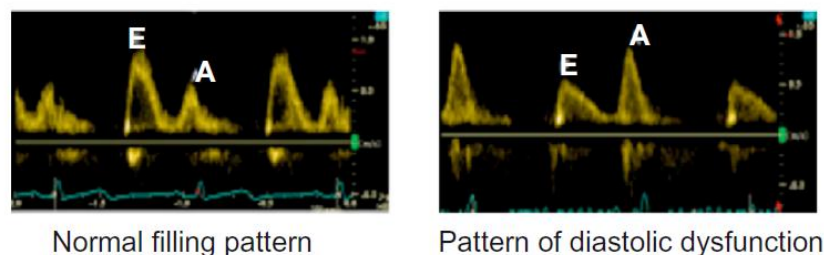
Exemplo de padrão normal e de padrão de disfunção diastólica numa imagem Doppler
